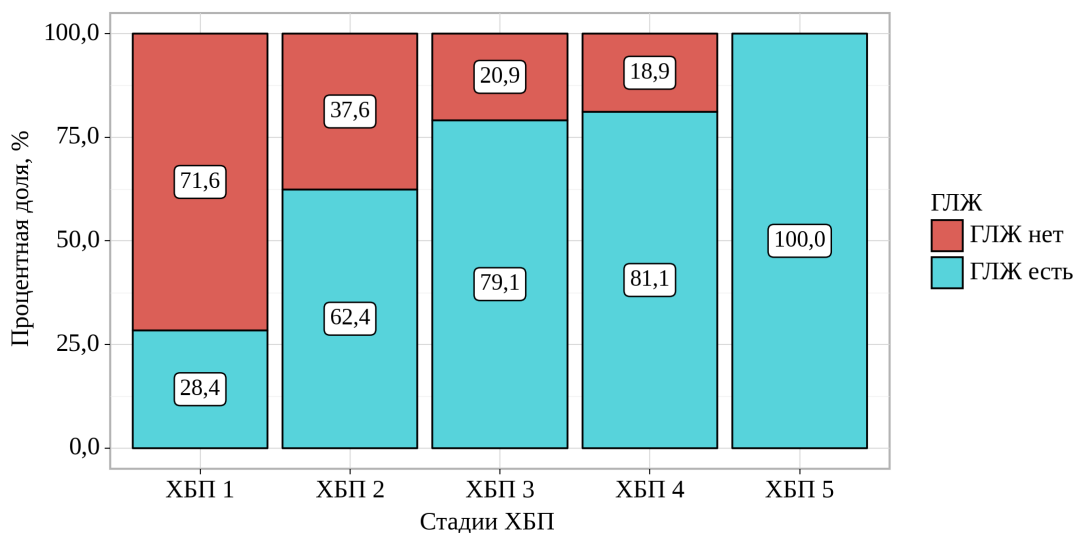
Частота гипертрофии левого желудочка в основной группе в зависимости от стадии ХБП (по данным эхокардиографии)
